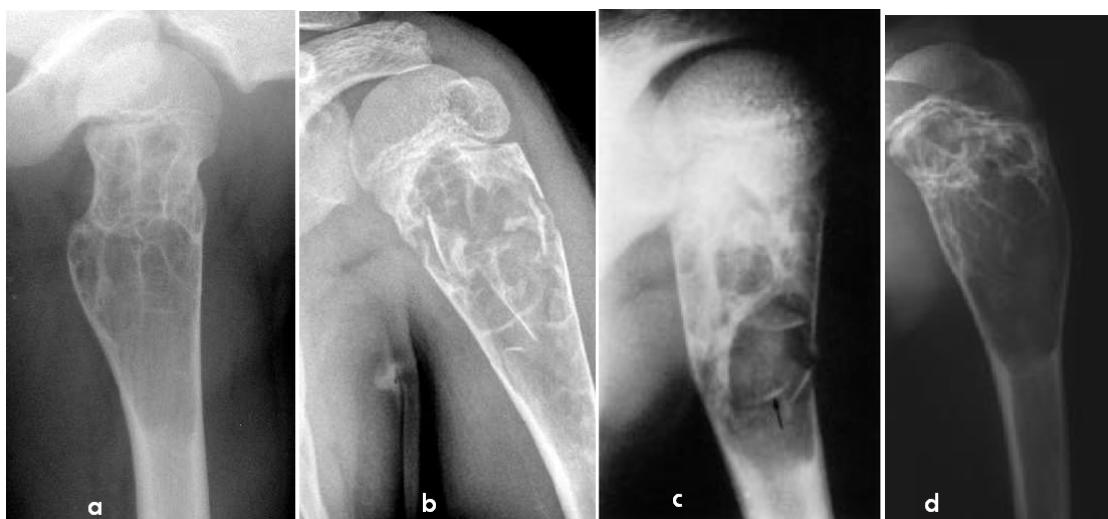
lésions ostéolytiques géographiques métaphysos-diaphysaires en rapport avec des KOS. a- radiographie de profil du fémur montrant les fines travées intralésionnelles d'un KOS non compliqué. b et c montrent des fractures pathologiques à l'origine du signe de la « chute du fragment osseux ». Le pôle inférieur de la lésion présente l'aspect typique du « fond de coquetier » (a,c,d)
